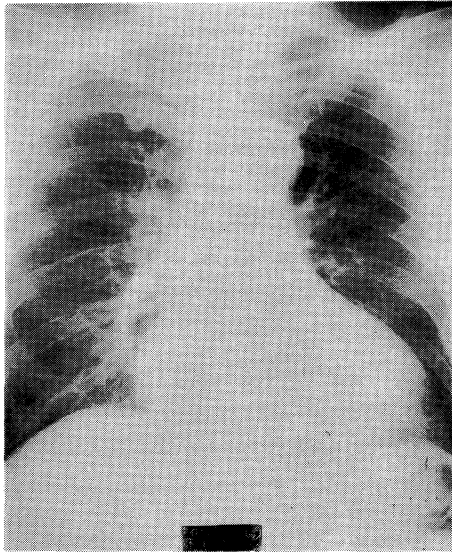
Chest X-ray at the 1st admission disclosing considerable cardiomegaly without associated pulmonary congestion.
